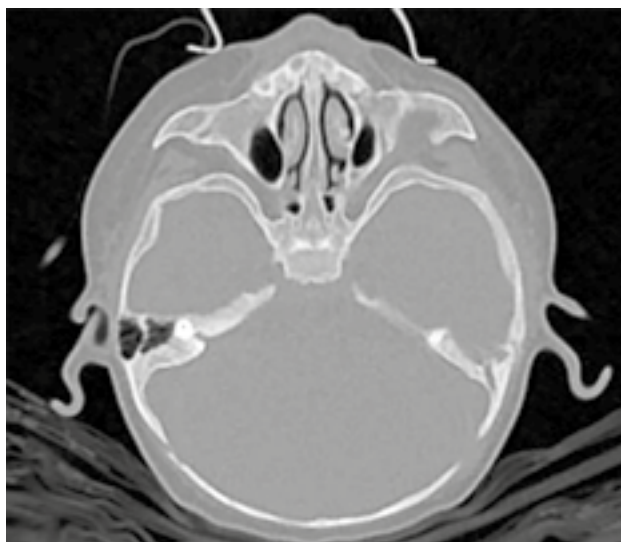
Contrast înalt la CT medical 120 kV
